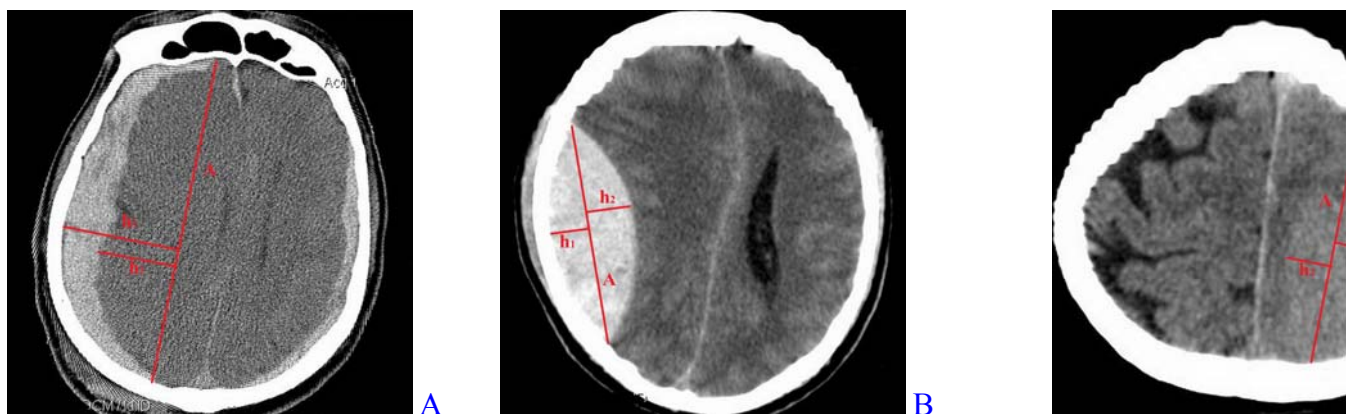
СКТ головного мозга в аксиальной проекции. Острая субдуральная гематома в правой
